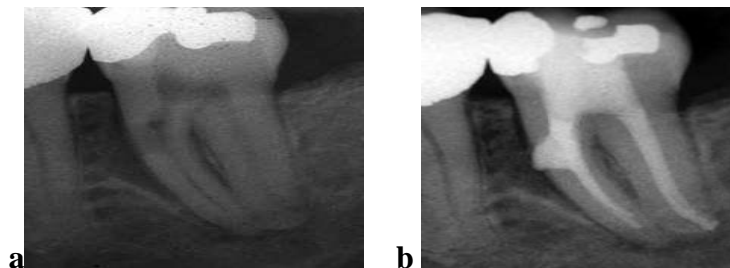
(a) perforation radiculaire mésiale située dans le tiers coronaire de la racine et provoquée par l'extension d'une résorption interne. (b) radiographie postopératoire du traitement non chirurgical de la perforation. (5)
